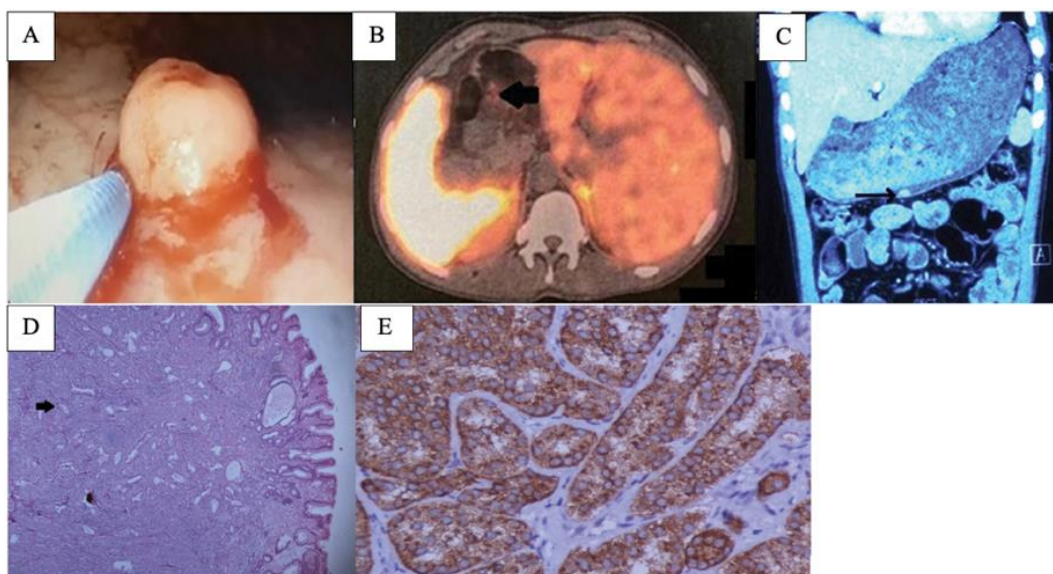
(A) Endoscopia digestiva alta mostrando pólipio; (B) Exame Gd-68 DOTATATE mostrando receptor de somatostatina expressando lesão polipode na grande curvatura do estômago (seta preta); (C) TC do abdome com contraste mostrando lesão polipode na grande curvatura gástrica (seta preta); (D) Exame histopatológico mostrando células tumorais dispostas em padrão acinar (seta preta); (E) Células tumorais positivas para cromogranina. Retirado de: KARGWAL, 2021.
